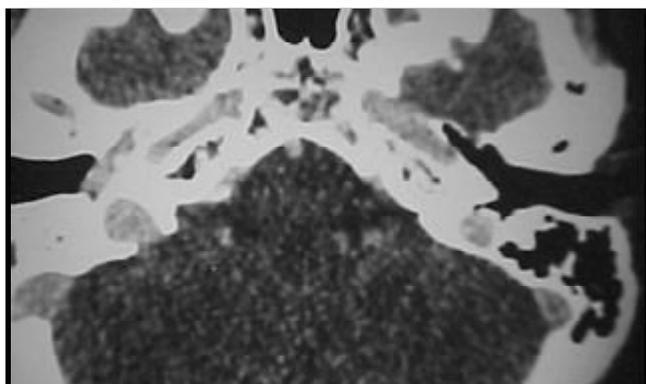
TC de ossos temporais (corte axial) com contraste mostrando velamento de orelha média em direção a tuba auditiva.
